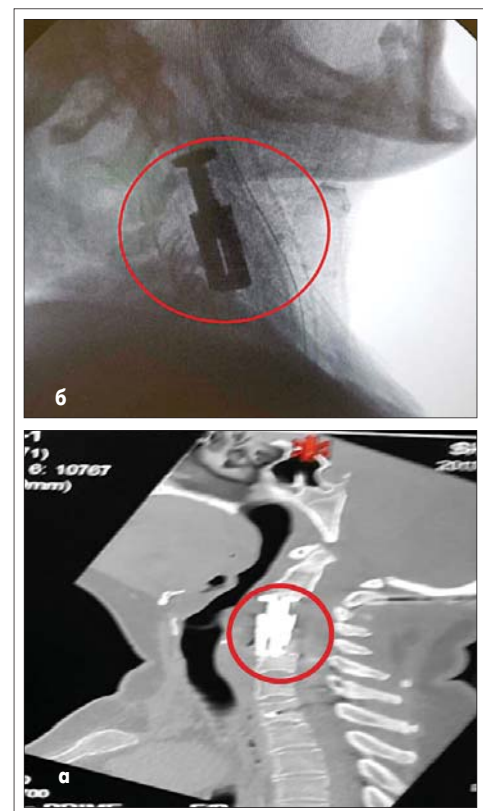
Обзорная рентгенограмма шейного отдела позвоночника пациентки Ш. после установления телескопического импланта
